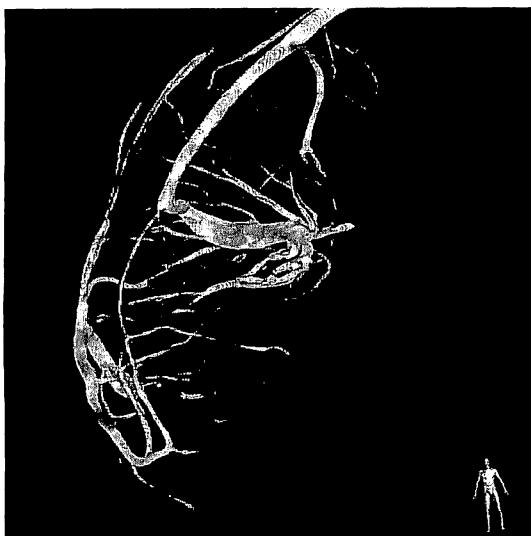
Developmental venous anomaly (DVA) with arteriovenous (AV) shunt. This CT angiography of a 31-year-old woman shows the typical umbrella appearance of DVA in the right frontal lobe, but this lesion presents with AV shunt on catheter angiography (not shown). This lesion is to be differentiated from AV malformation with predominantly dilated medullary veins.
